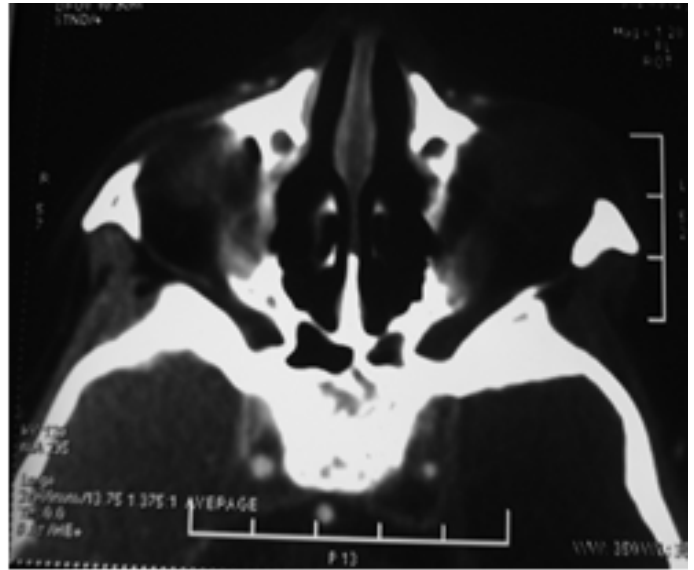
TDM cranio-orbitaire, coupe axiale avec injection de produit de contraste : défaut de rehaussement au niveau du sinus caverneux gauche avec rétrécissement de calibre de la portion intra caverneuse de la carotide interne.
